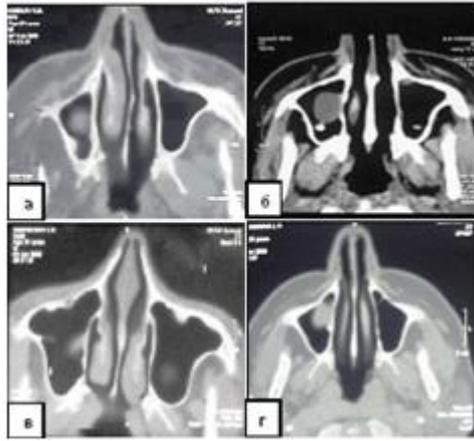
Данные компьютерной томографии в исследуемой группе: а — больной К., 54 года, ложная киста; б — больной Г., 17 лет, истинная киста; в — больной Д., 54 года, фиброзно-отечный полип; г — больная Ш., 38 лет, фиброзно-отечный полип с кистообразованием
